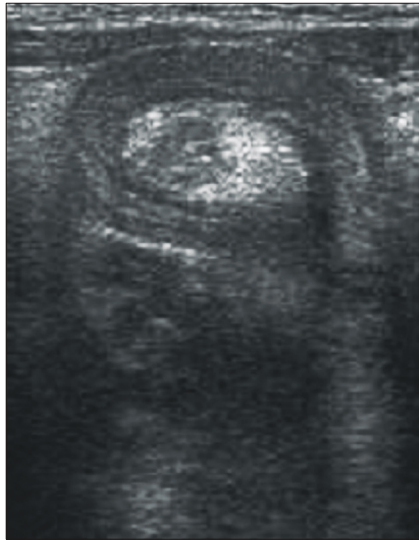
Ultrasonography shows a doughnut sign indicating intussusception.
